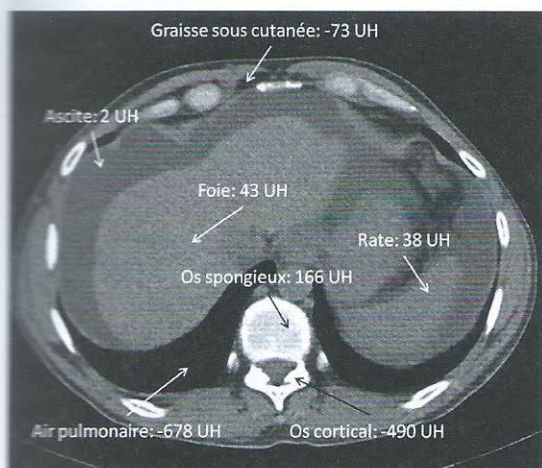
Exemples de différentes densités mesurées sur une coupe axiale de TDM abdominale sans injection de produit de contraste
